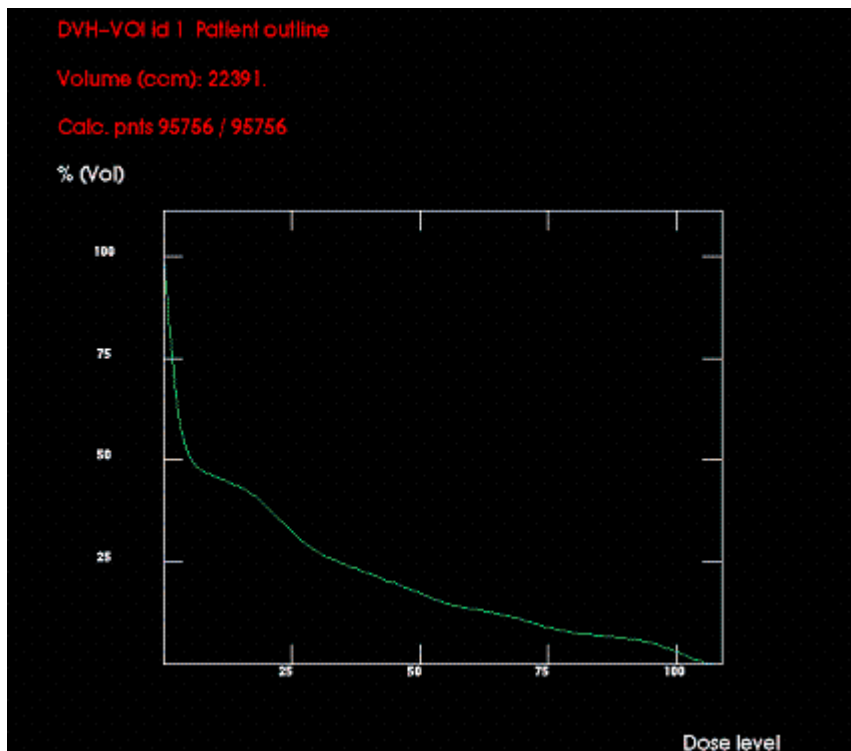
Patient Outline bei einem Patienten mit CT-gestützter Bestrahlungsplanung im HELAX
